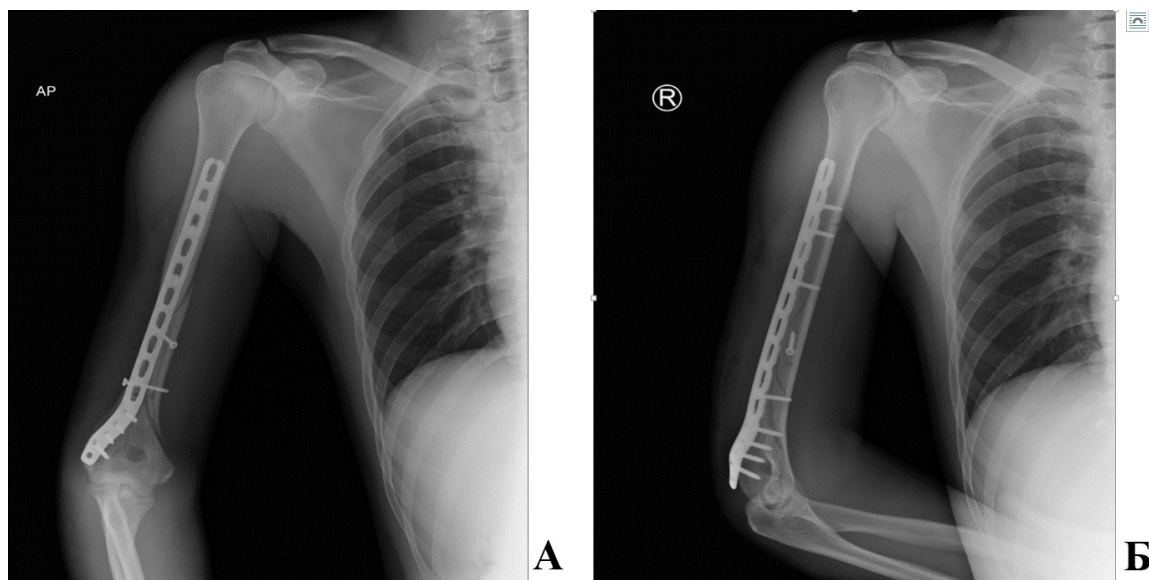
Рентгенограммы пациента Х., 38 лет, и/б 1349-18.
